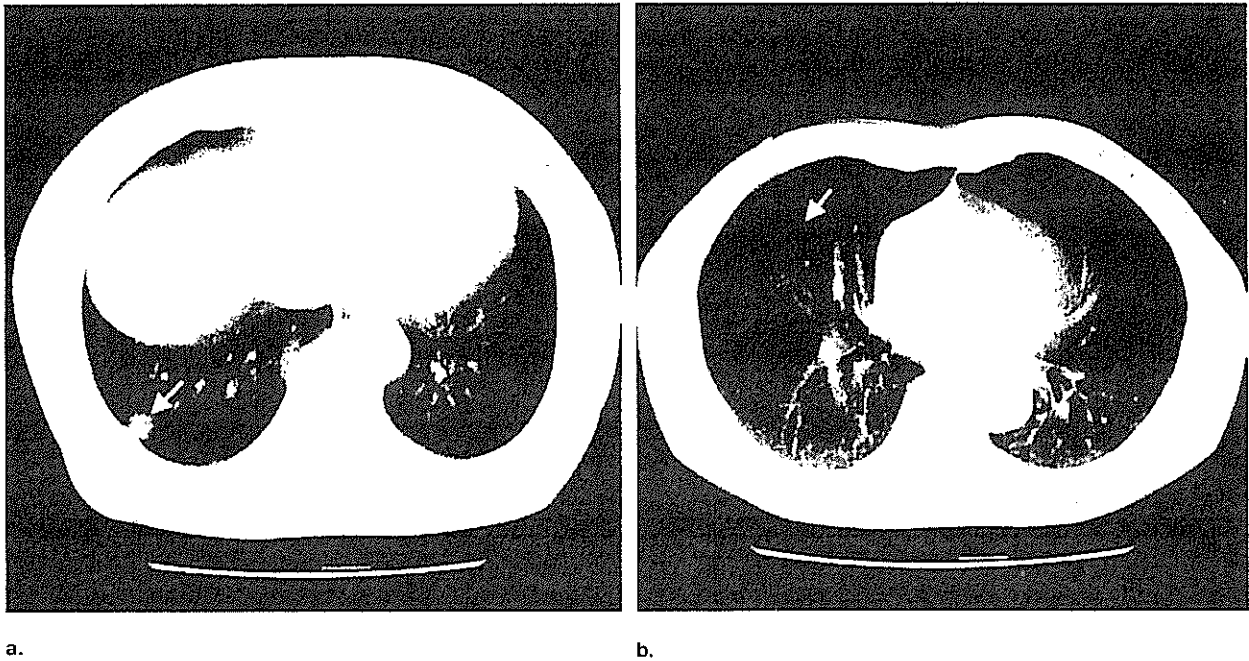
Original computed tomography sections from the database demonstrating (a) a nodule categorized as "solid" and "not subtle" (arrow) and (b) a nodule categorized as "part solid" and "very subtle" (arrow).
